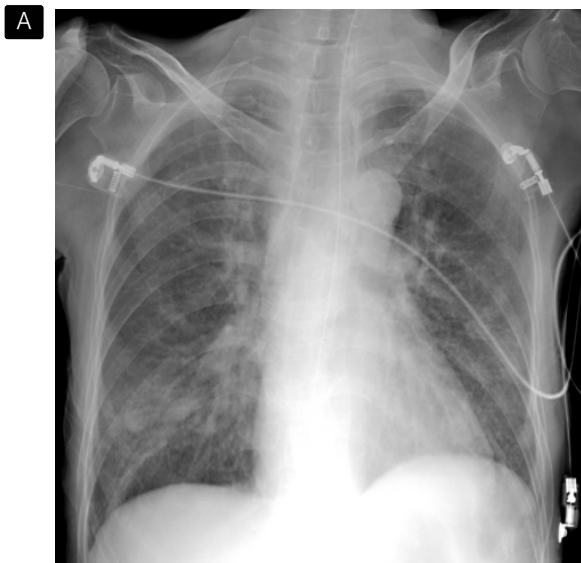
A. Marked interval improvement of interstitial markings and pulmonary infiltration is seen with 3 day later with steroid therapy. B. Chest X-ray at 5 day later with steroid therapy shows only focal pulmonary infiltration in both lower lobes.
